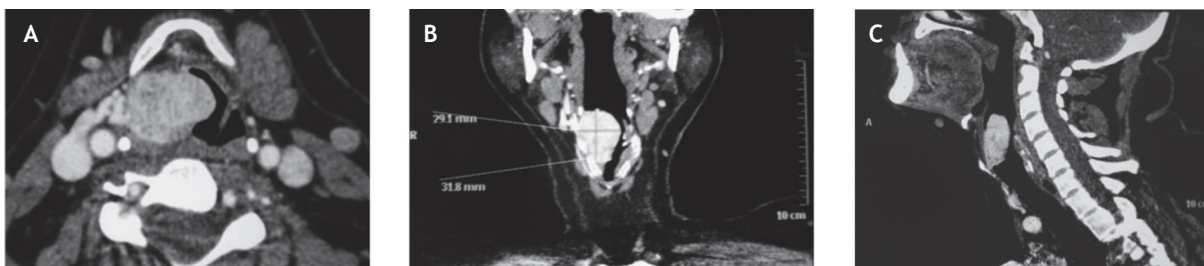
Tomografía Computada con tumor en supraglotis A) axial B) Coronal C) Sagital con tumor (paraganglioma) altamente vascularizado.
